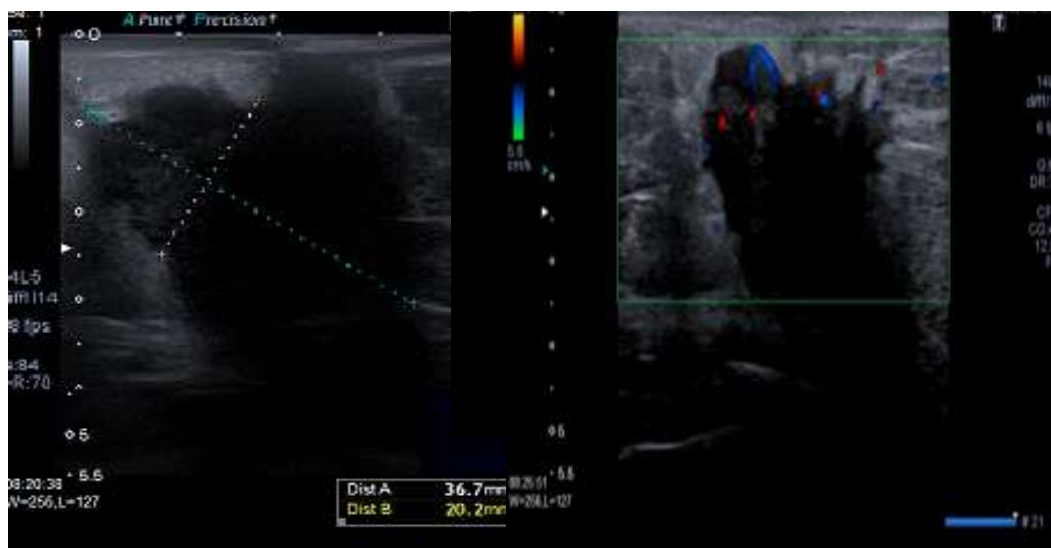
(A) Ultrasonido de mama modo B: nódulo de baja ecogenicidad, irregular con sombra acústica posterior. (B) Técnica de doppler color con vascularización intermedia periférica. BI-RADS 4C.
